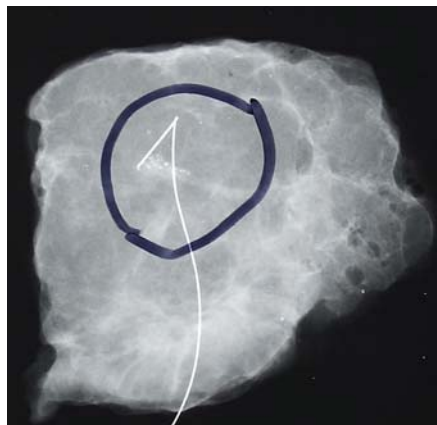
Radiografia piesei postoperatorie
